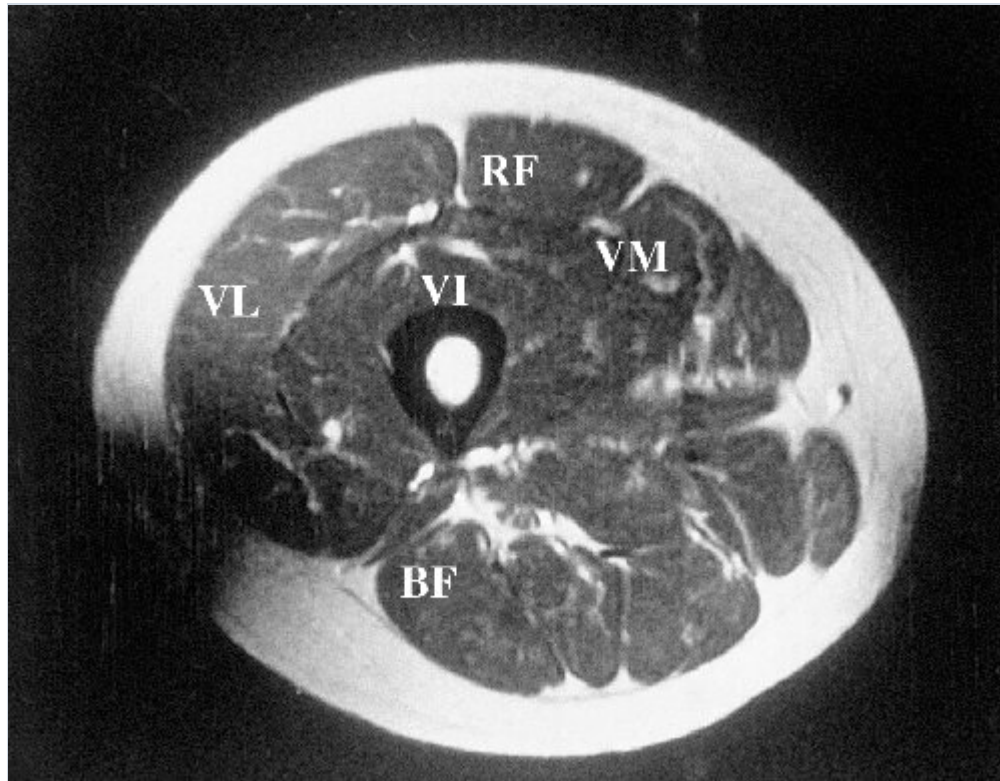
Resonancia magnética en miositis Imágenes de resonancia magnética de los músculos del muslo en un paciente con dermatomiositis. (a) La imagen en T1 muestra densidad uniforme en todos los grupos musculares, identificados como VL, vasto lateral, VI, vasto intermedio, VM, vasto medial, RF, recto femoral y BF, bíceps femoral. (b) La imagen en T2 ilustra la inflamación en los músculos del grupo del cuádriceps, que se observan como zonas brillantes o de mayor intensidad de señal. 21
